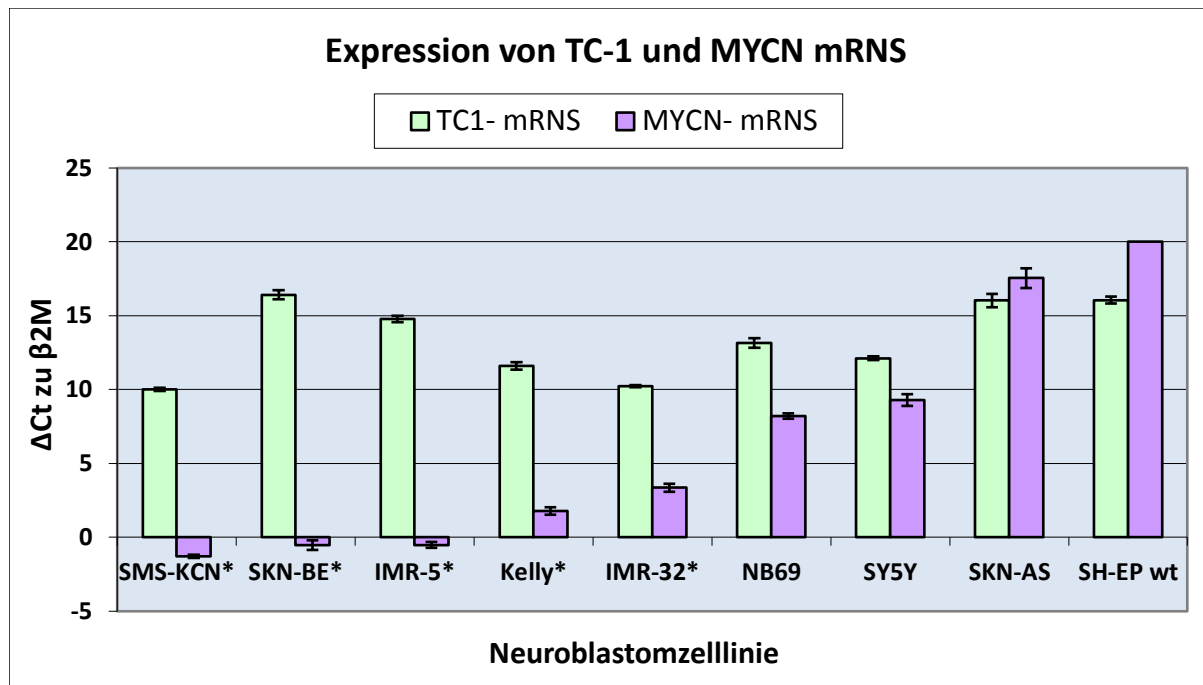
Grafische Darstellung der ΔC_t Werte zu $\beta 2M$ in der RTD-PCR Messung zu TC1 und MYCN. Aufsteigend nach der MYCN Expression sortiert. Es zeigt sich keine signifikante Korrelation zwischen der Expression von MYCN bzw. dem Amplifikationsstatus und der TC1 Expression. Im Trend ist die TC1 Expression in MYCN amplifizierten Zellen (*) gering erhöht.
